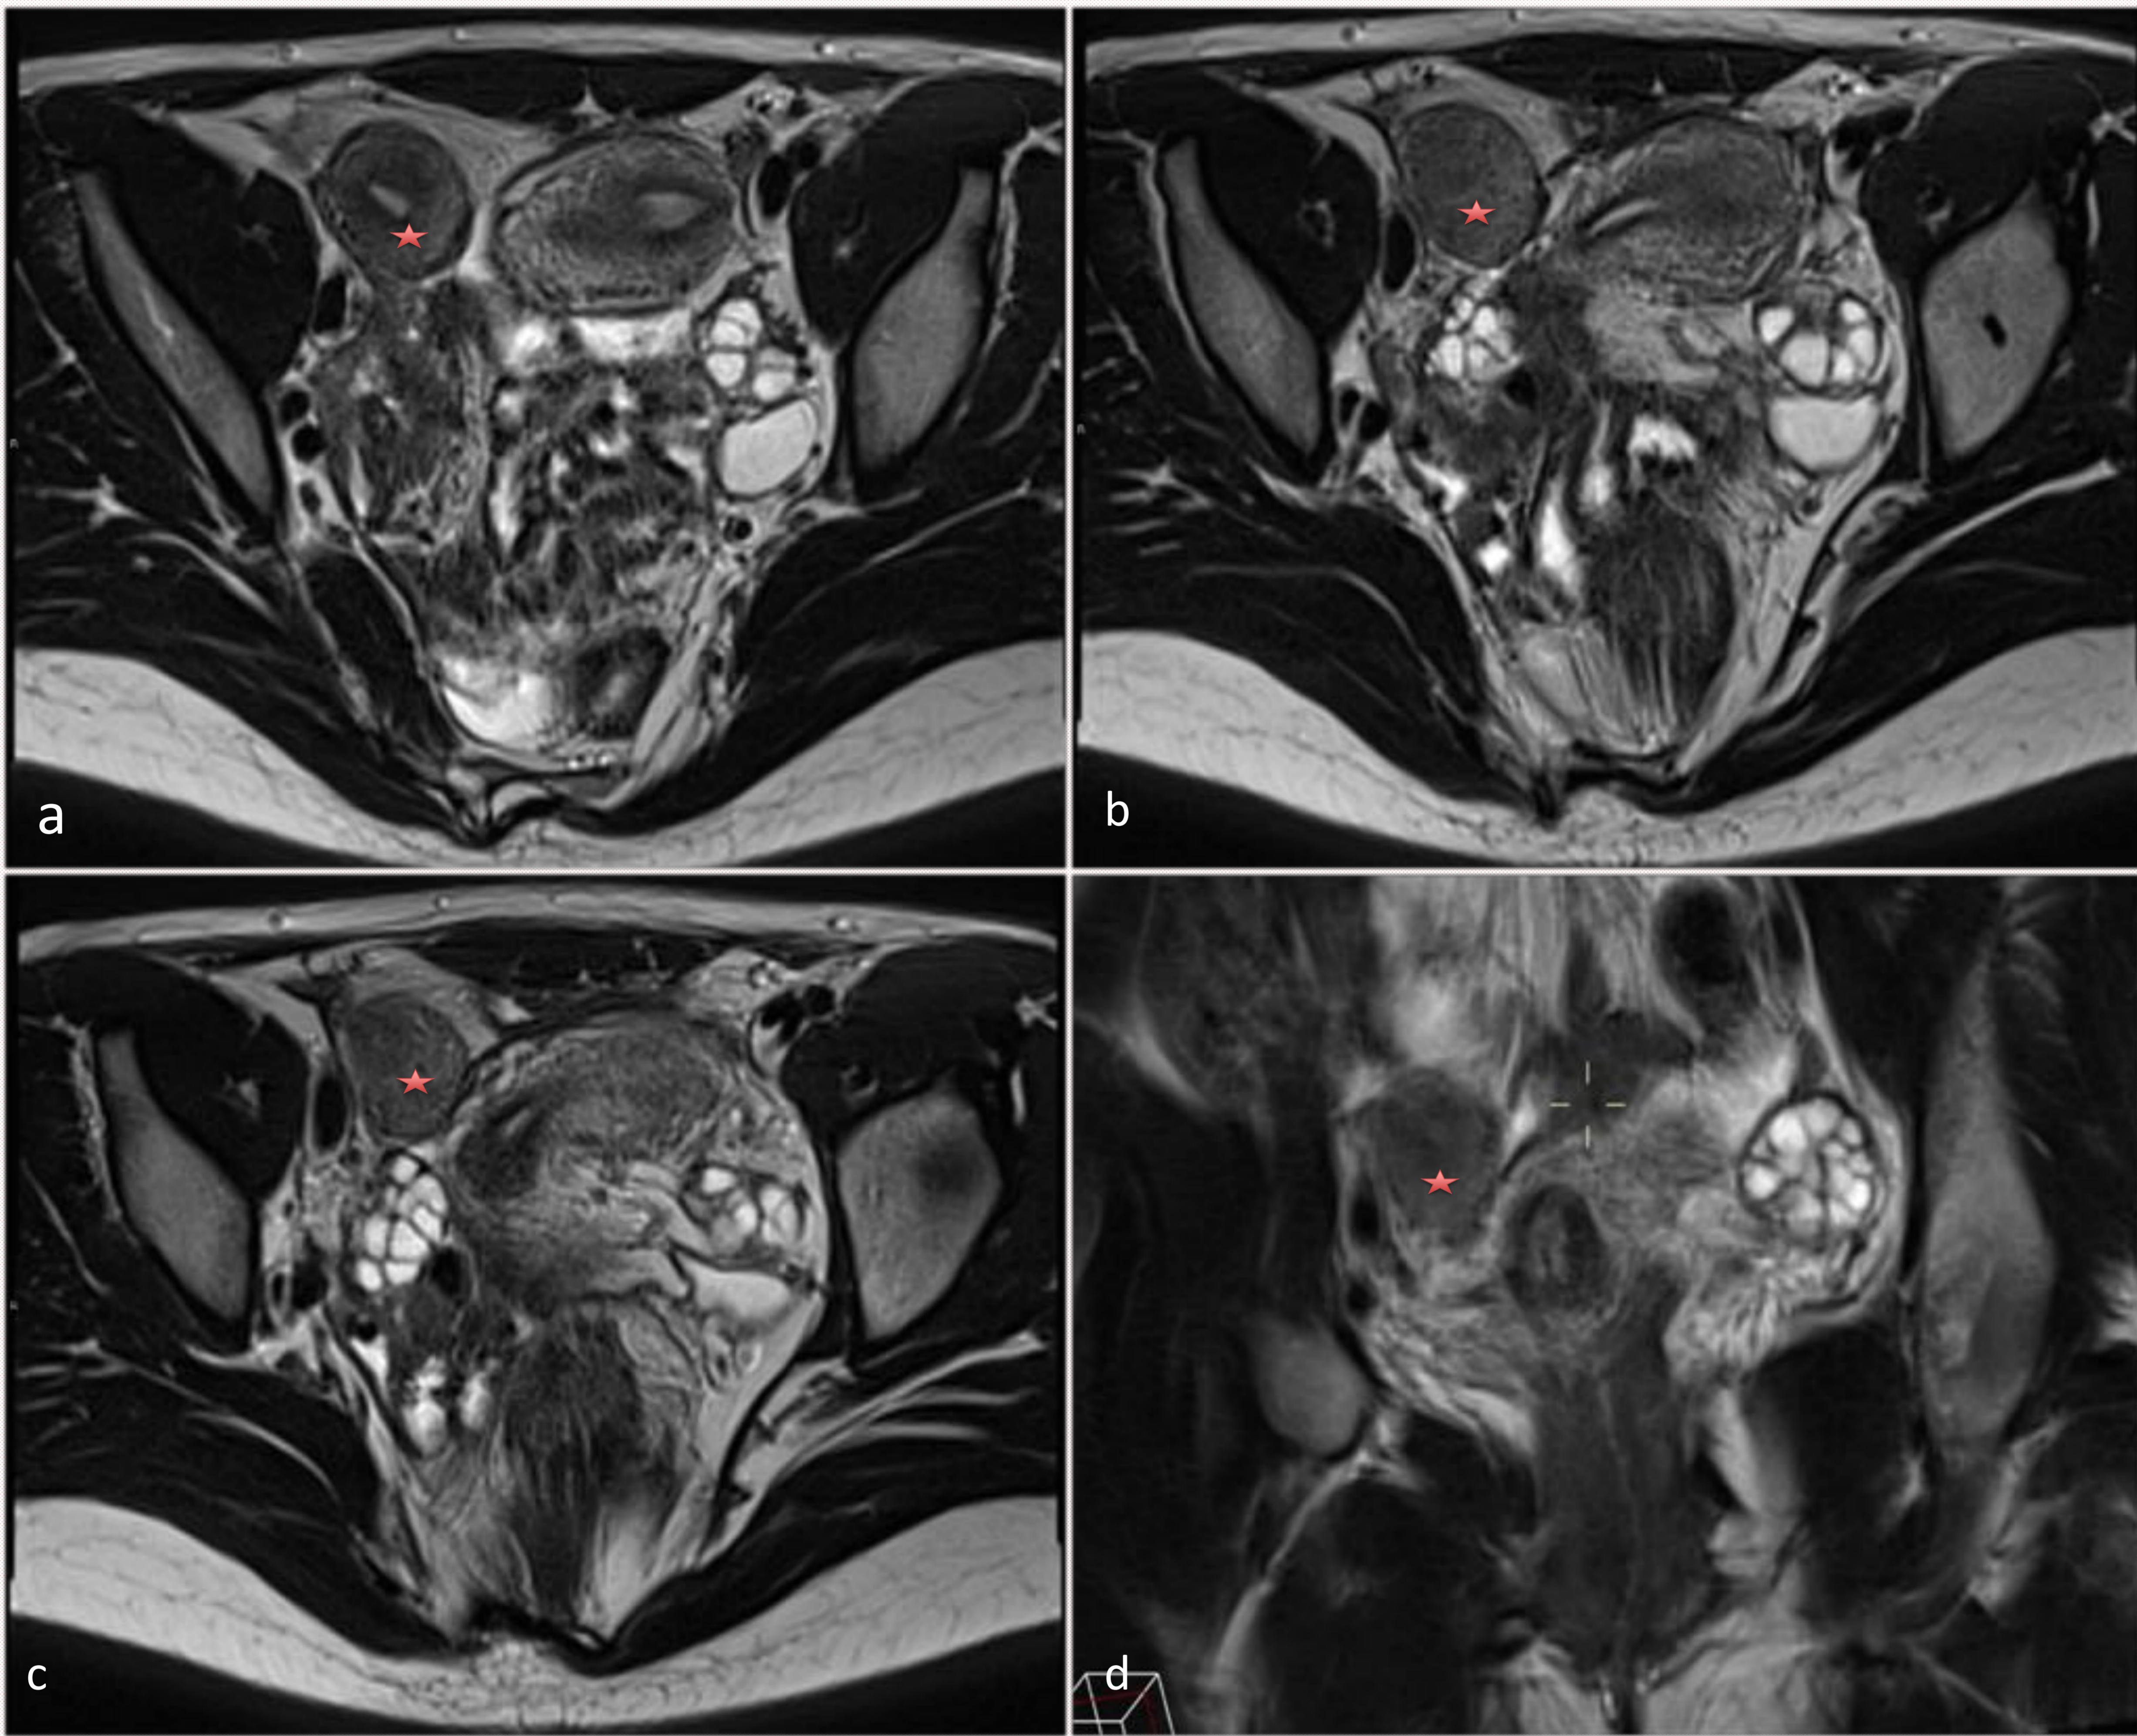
Paciente de 22 años con antecedentes de atresia anorrectal intervenida y agenesia renal derecha. En ecografía urológica se detecta doble fundus uterino
